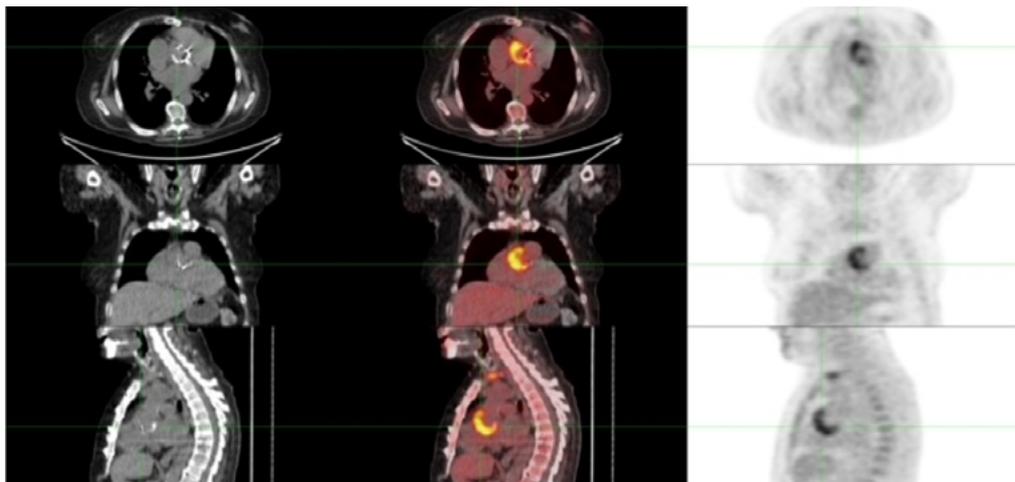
PET SCAN donde se constata hipercaptación en región valvular aórtica.
